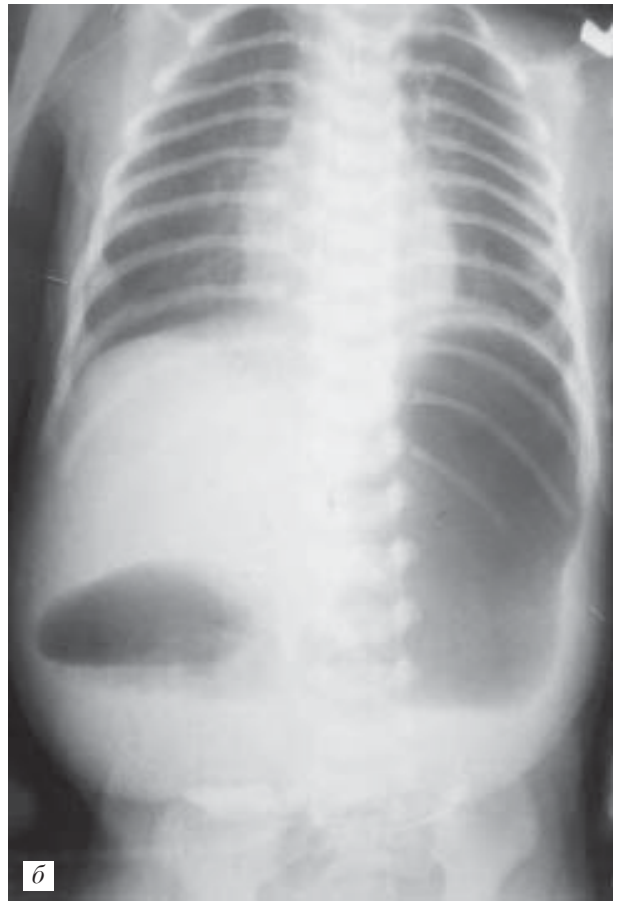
Повна непрохідність дванадцятипалої кишки. Оглядові рентгенограми (а, б)
